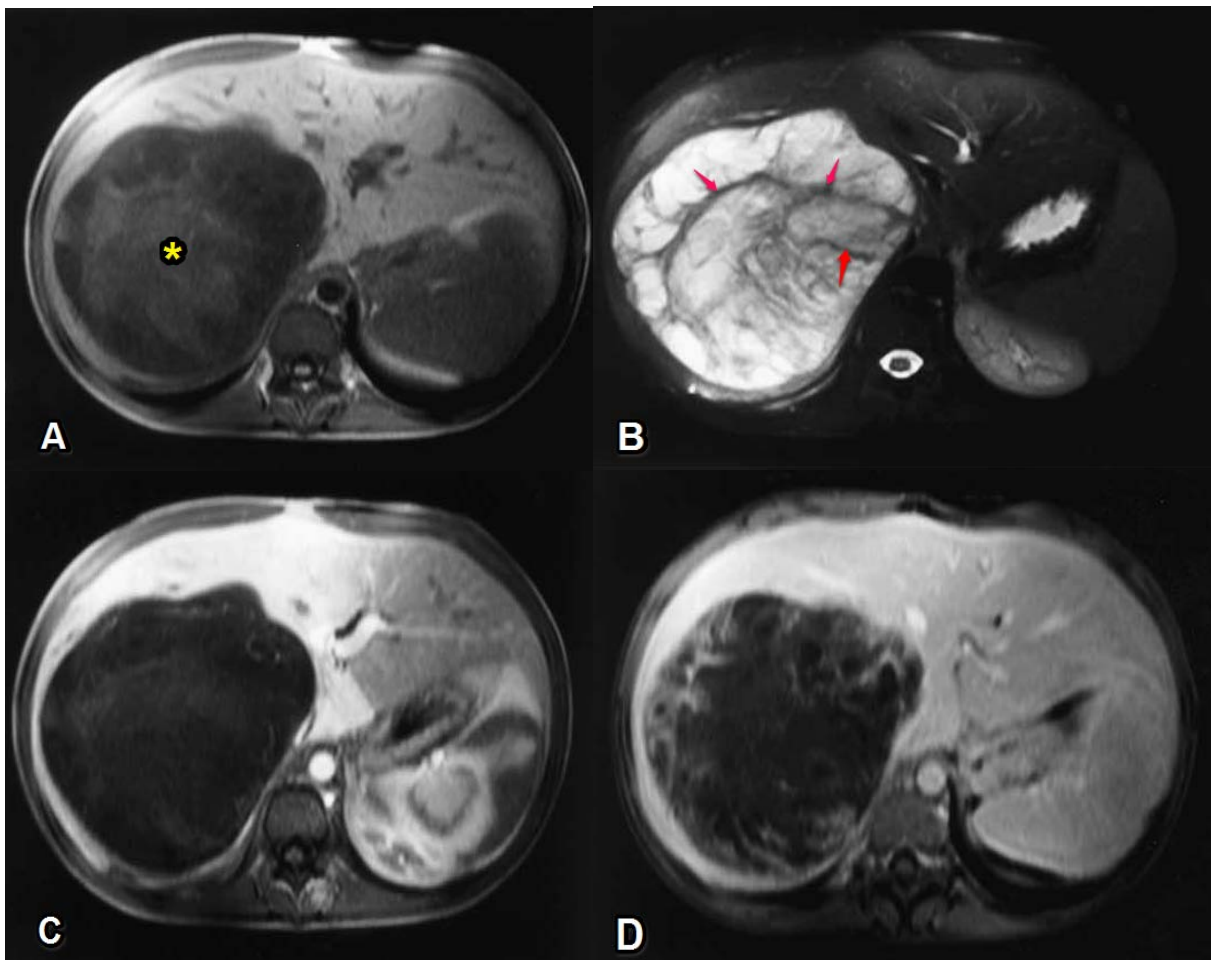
Sarcome hépatique indifférencié chez un enfant de 13 ans en coupes IRM [69].
